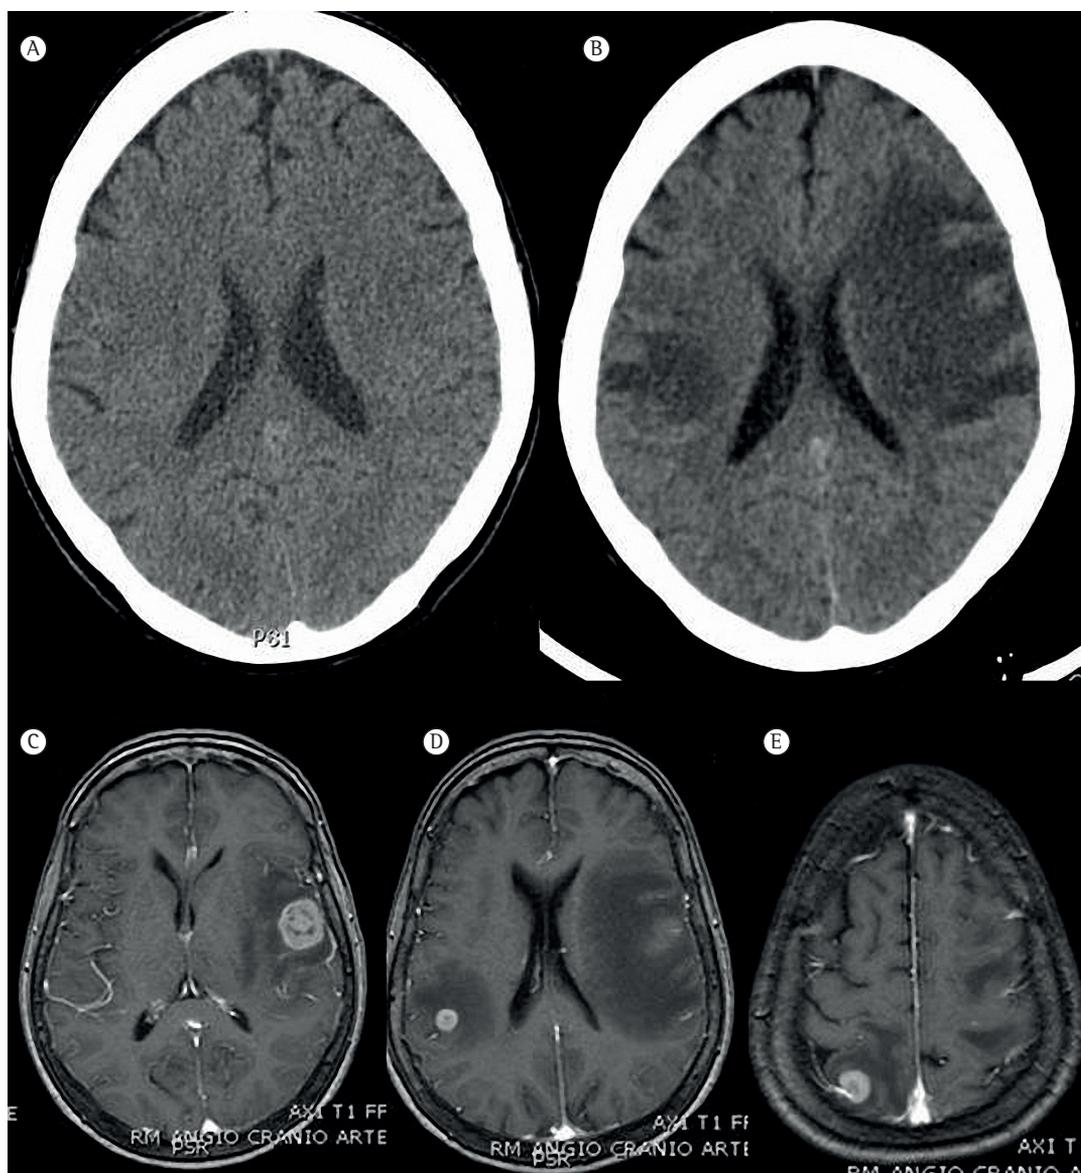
Neuroimagens. Em A, TC de crânio, aparentemente normal, realizada quando a massa pulmonar foi descoberta, quatro meses antes do aparecimento de sintomas neurológicos. Em B, TC de crânio realizada quatro meses após a readmissão, quando a paciente apresentou sintomas neurológicos. Em C-E, imagens de ressonância magnética revelando detalhes da disseminação metastática e intenso edema vasogênico.
